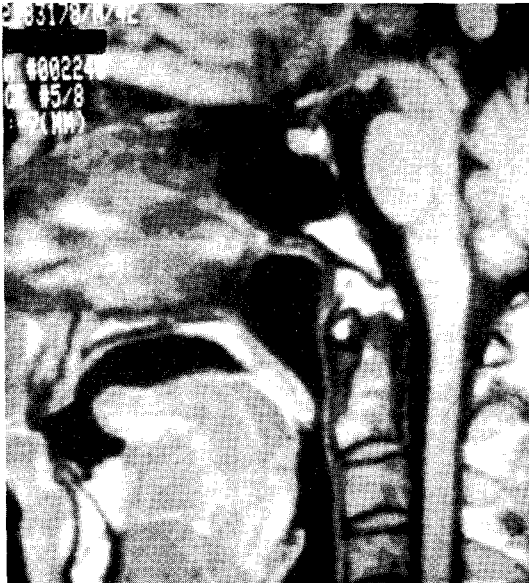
Normal clivus. T1-weighted sagittal image at the midline shows normal pattern of the clivus. Fatty bone marrow of the normal clivus in adult is seen as high signal intensity on T1-weighted image. Note relative location of the nasopharyngeal mucosal reflection and the skull base.
